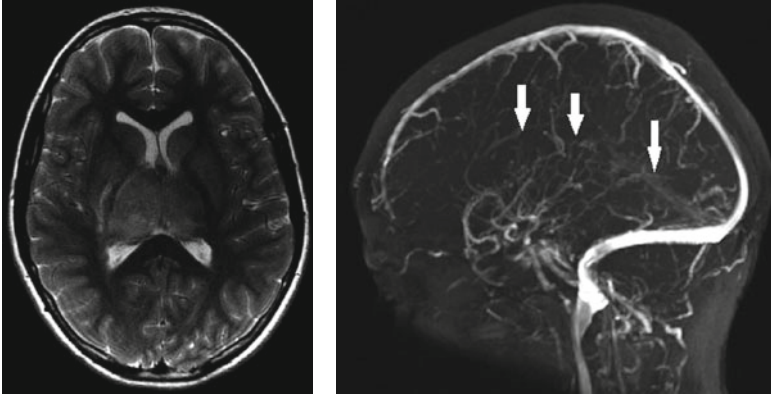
Enfant de 10 ans hospitalisé en raison de céphalées intenses. La dégradation de la conscience fait réaliser une IRM en urgence. Devant l'hypersignal FLAIR bithalamique (à gauche), on suspecte une thrombophlébite du système veineux profond, ce qui est confirmé par la séquence angiographique (à droite) qui montre l'occlusion du sinus droit et des veines cérébrales internes (flèches).
